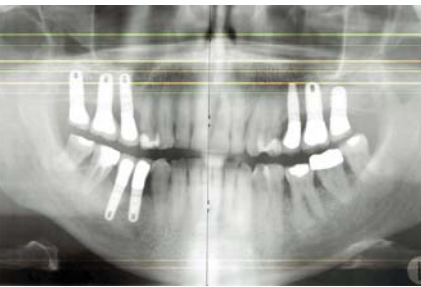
Röntgenkontrolle nach 14 Monaten: vollständige knöcherner Regeneration in beiden Oberkiefern. Das ursprünglich eingebrachte KAM ist nicht mehr nachweisbar.
